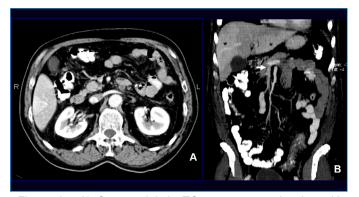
A) Corte axial de TC que muestra la alteración de la perfusión subsegmentaria del segmento VI hepático (*) y la trombosis de la vena mesentérica inferior (). B) Reconstrucción coronal MIP en la que se aprecian amplias áreas de alteración de la perfusión segmentaria del parénquima hepático (*) y el defecto de repleción venosa en su confluencia con la vena esplénica (flecha)
